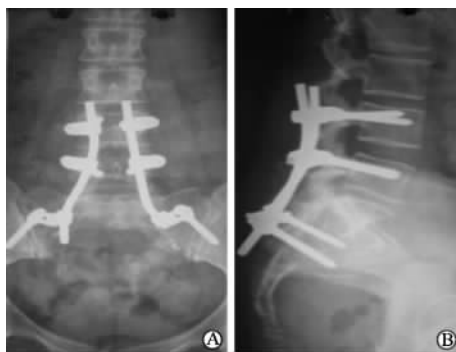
术后平片示 ISOLA[®]内固定系统重建腰椎和骨盆的连续性
